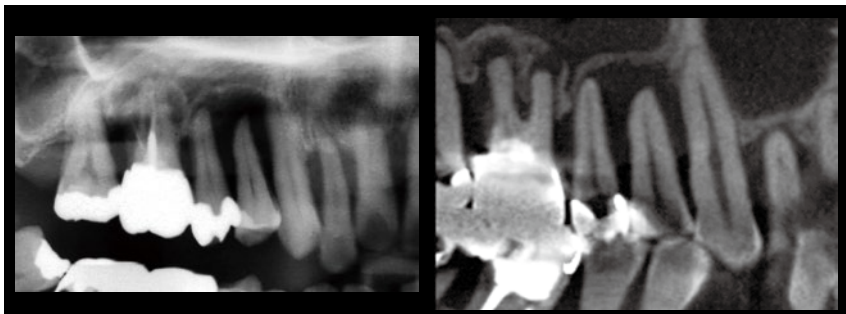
術前のパノラマX線像およびCT像。54が重度の歯周病が原因でホープレスである。重度の歯周病のために周囲骨は大きく欠損している。さらに上顎洞の下降があり、既存骨は垂直的に1～2mm程度の厚みしかない。そのため本部位にインプラントを埋入することは大変困難である。
